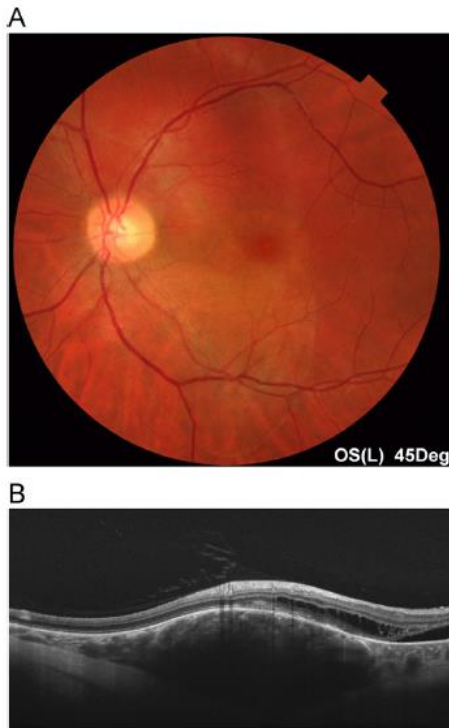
Circumscribed choroidal hemangioma. A, Fundus photography. B, Swept-source optical coherence tomography. Spongeliike vascular pattern with the inner sclera delimited. Note the associated retinoschisis and subretinal fluid.
